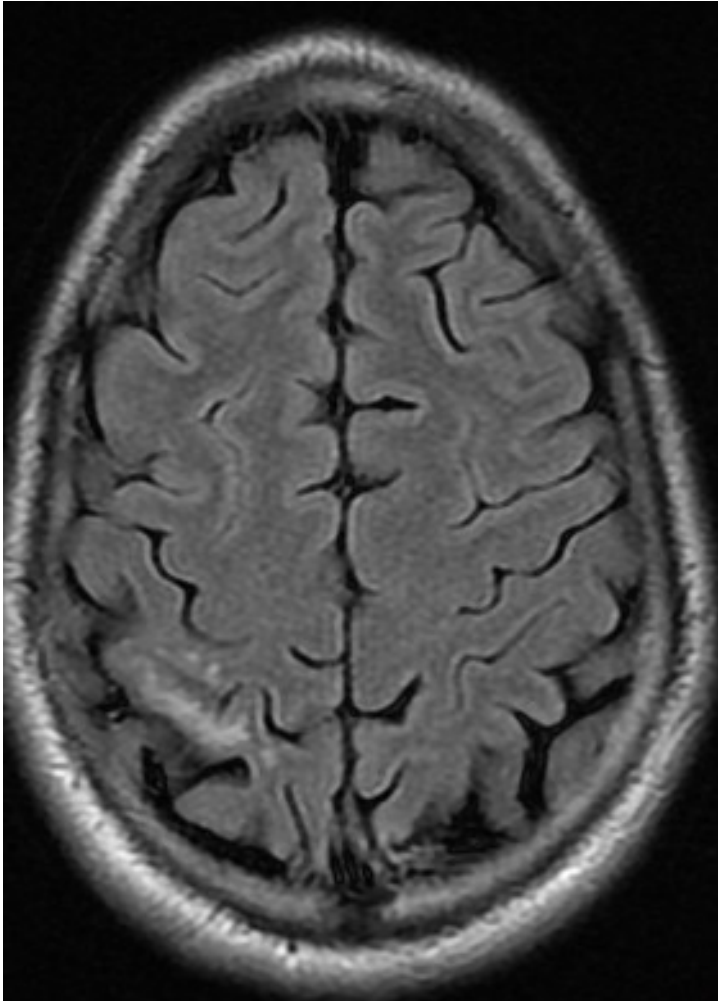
RM corte axial ponderada em T2/FLAIR mostrando lesões subcorticais amorfas com hipersinal.
